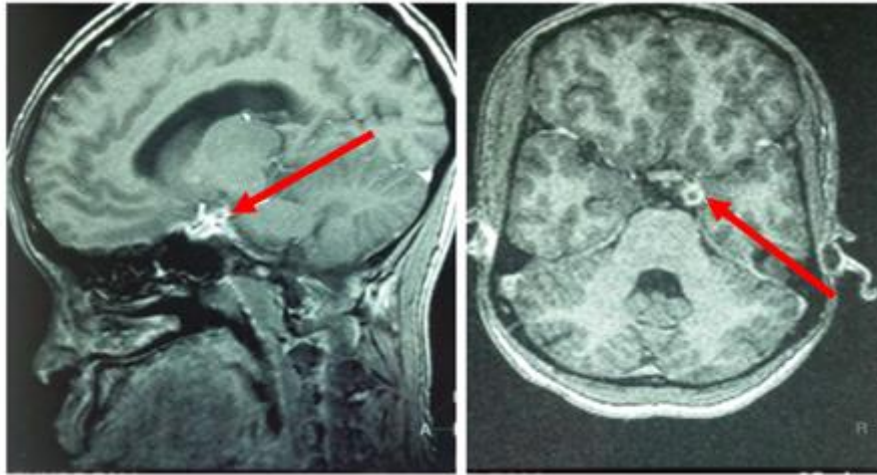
IRM cérébrale coupe sagittale et médiale séquence T1 (Thrombose du sinus caverneux)
